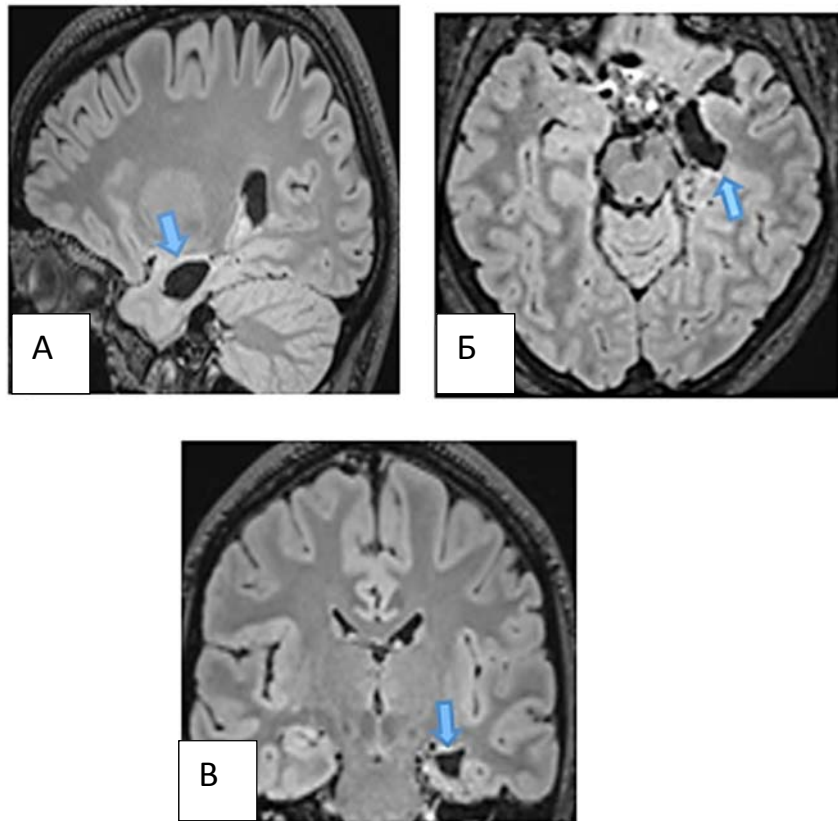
Послеоперационная МРТ головного мозга, T1-режим.
